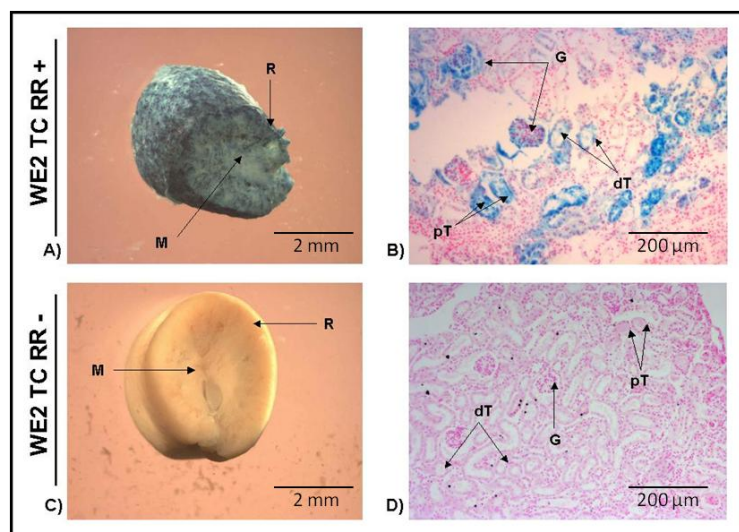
Expressionsdomäne von Wt1-tTA in adulten Nieren (3 Monate) von WE2 TC RR-positiven und -negativen Mäusen
